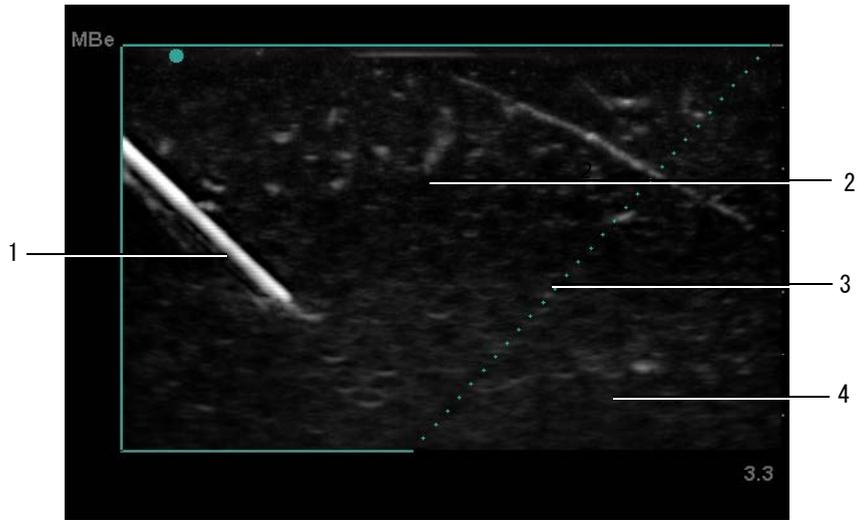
MBe 機能を有効にした超音波画像表示の一例（リニアプローブ）
